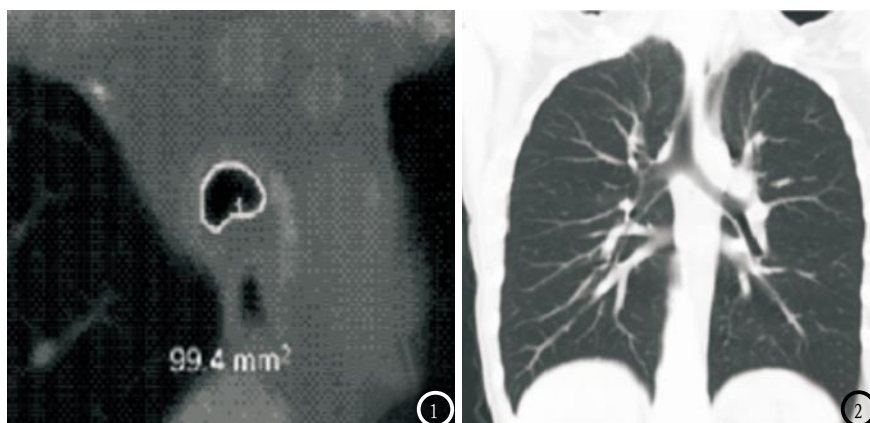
图示横截面气道官腔面积为99.4mm²,气道阻塞程度为I级。图2 螺旋CT图像示真假隆突间的左主支气管中段狭窄,支气管桥变异。
